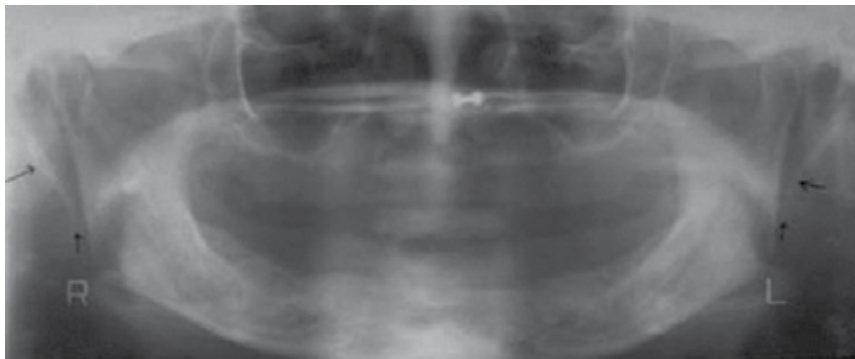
Ортопантомограма демонструє видовжений шилоподібний відросток з обох сторін.
